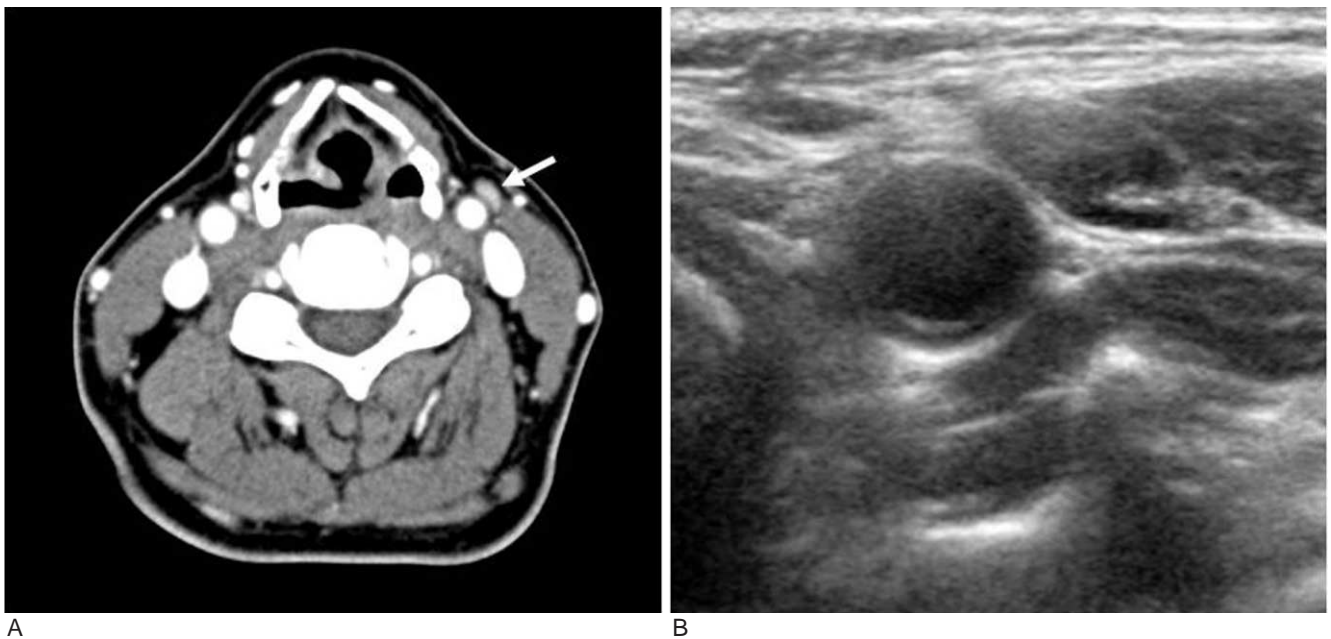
CT and sonography of the 57-years-old female patient with papillary thyroid cancer.
